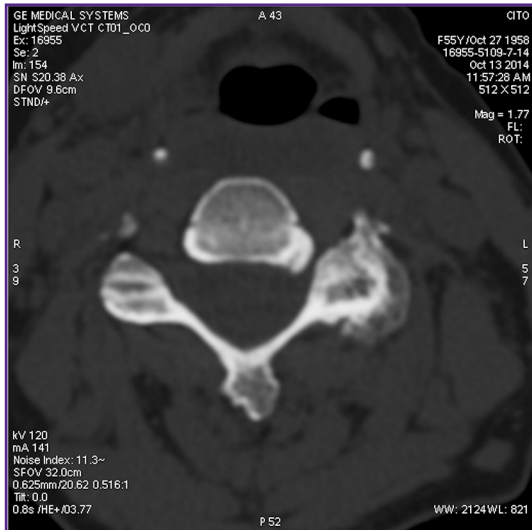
МСКТ: аксиальный срез на уровне межпозвоночных отверстий C_{IV}-C_V; краевые остеофиты деформируют межпозвоночное отверстие C_{IV}-C_V слева
